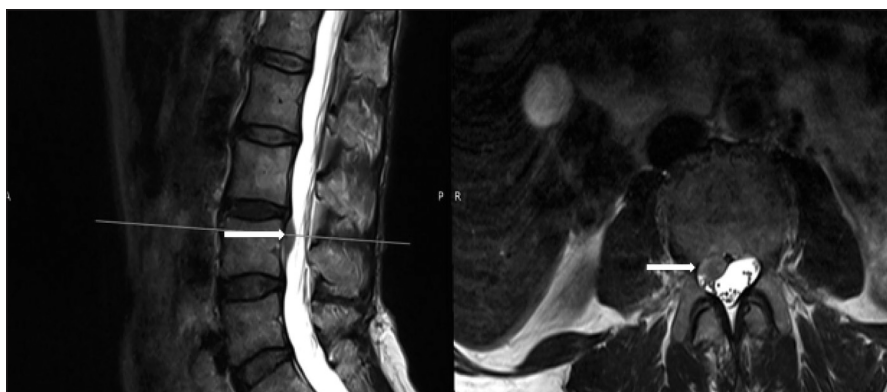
МРТ пояснично-крестцового отдела от 08.11.2022, T2-режим (сагиттальный и аксиальный срезы). Появление секвестрированной грыжи диска L_{III-IV} (стрелки)
